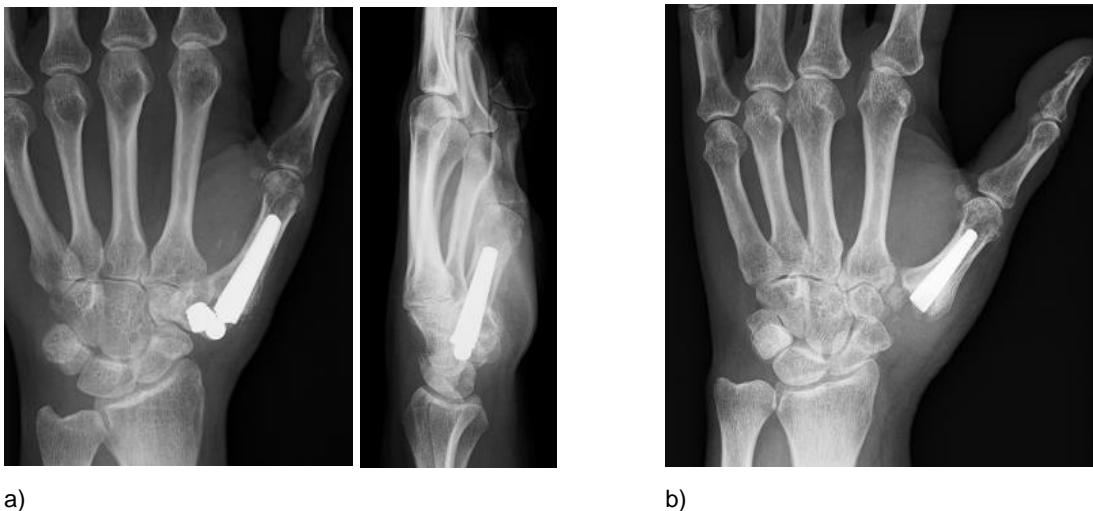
(a) Pfannenlockerung mit TEP-Luxation; (b) Zustand nach Revision mit belassener Schaftkomponente und RIAP, Röntgen-Hand: d.-v. und seitlich
